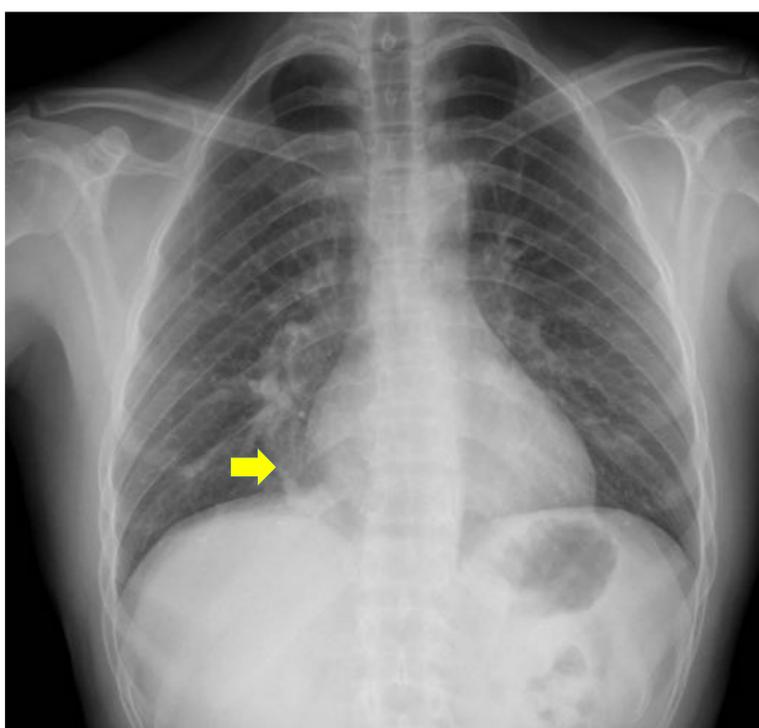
Síndrome de la cimitarra. En la imagen a) de la radiografía de tórax en proyección postero-anterior, se objetiva en el lóbulo inferior derecho una opacidad curva que no borra la silueta cardiaca (flecha). En los cortes transversales de TC (imágenes b-e) se identifica la vena pulmonar inferior derecha con trayecto descendente hacia la vena cava inferior (flechas). Imagen f): reconstrucción coronal en proyección de máxima intensidad (MIP) de TC, donde se aprecia el recorrido del vaso (flecha), superponiéndose al hallazgo de la radiografía.
